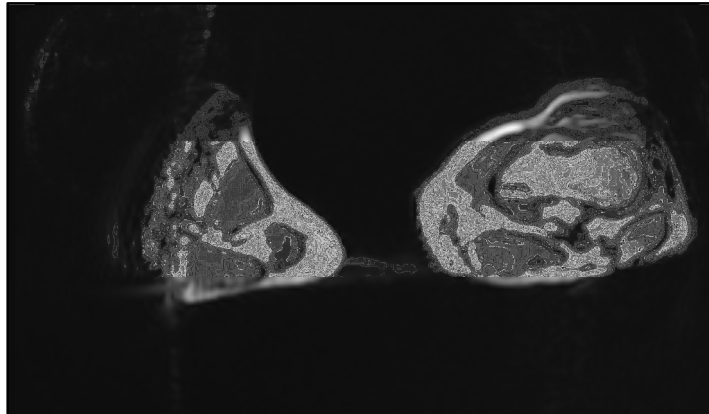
Imagem de RM obtida durante os primeiros testes aquando da aquisição das duas pernas em simultâneo. Vêem-se claramente artefactos de imagem sobre a forma de uma distorção anatómica das estruturas da perna (predominantemente na perna direita).
